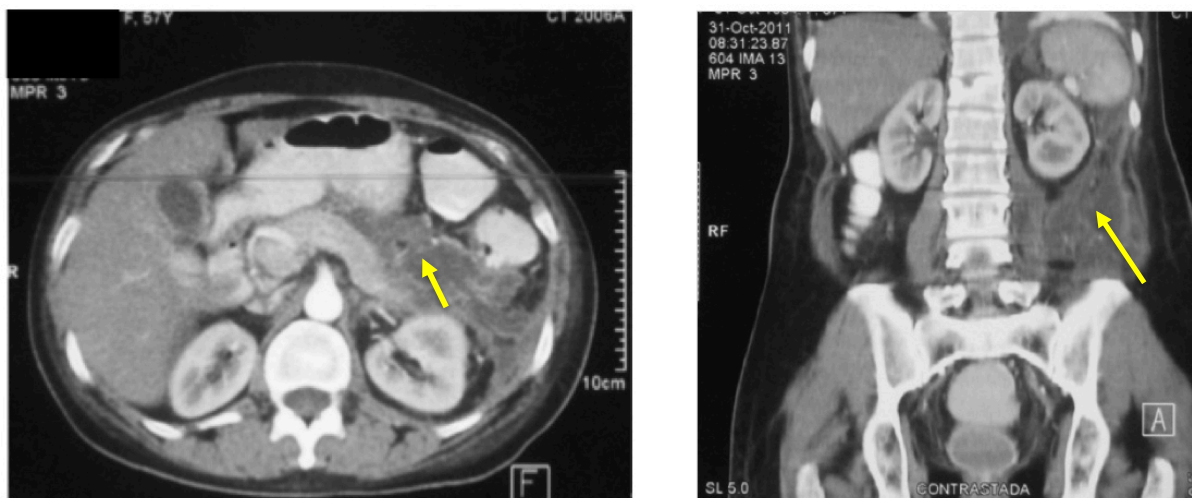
TC al día 6 de hospitalización que muestra complicación de PAAF
